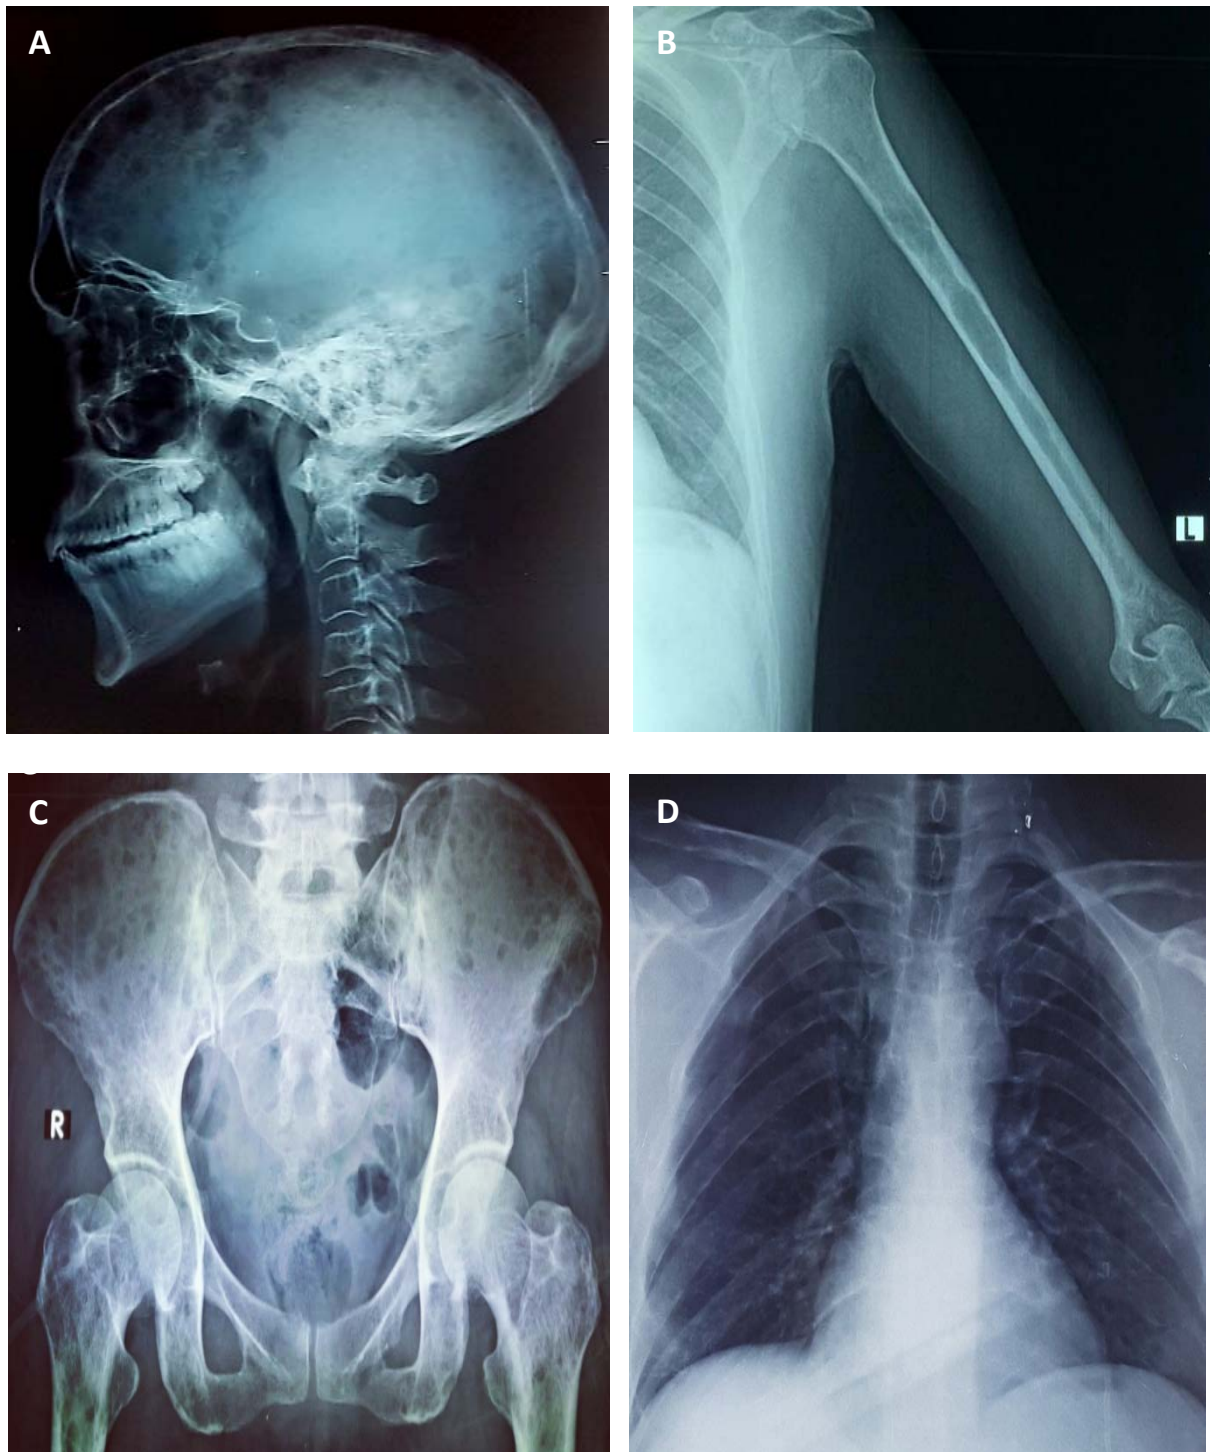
Images de radiographie standard de nos patients. A. Multiples géodes crâniennes de taille variable à l'emporte-pièce. B. Ostéolyse manifeste au niveau huméral. C. images ostéolytiques au niveau des 2 os iliaques. D. Fractures costales et déminéralisation diffuse.
